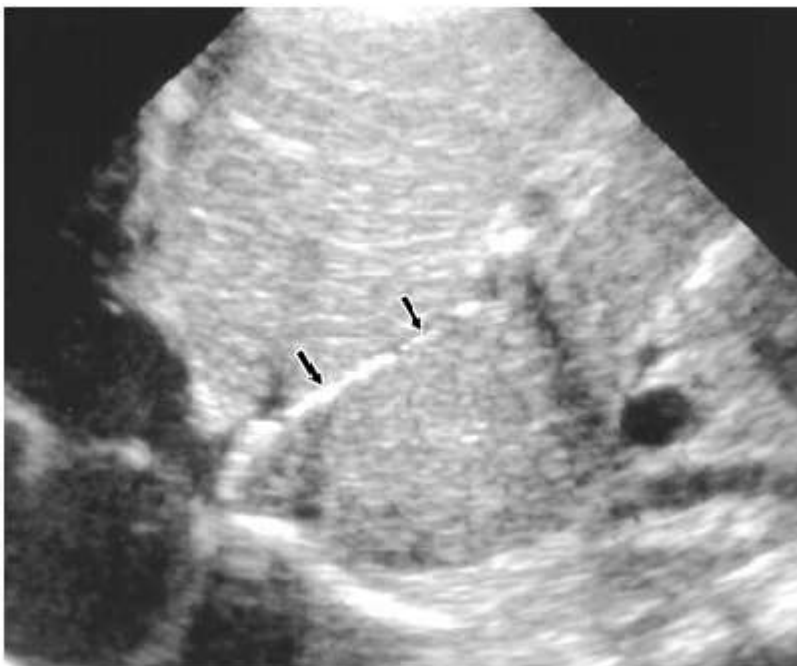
Calcification du ductus venosus et de la veine porte gauche. L'échographie montre un thrombus calcifié échogène (flèches) dans le canal veineux et la veine porte gauche chez le nouveau-né avec un cathéter veineux ombilical [120]
